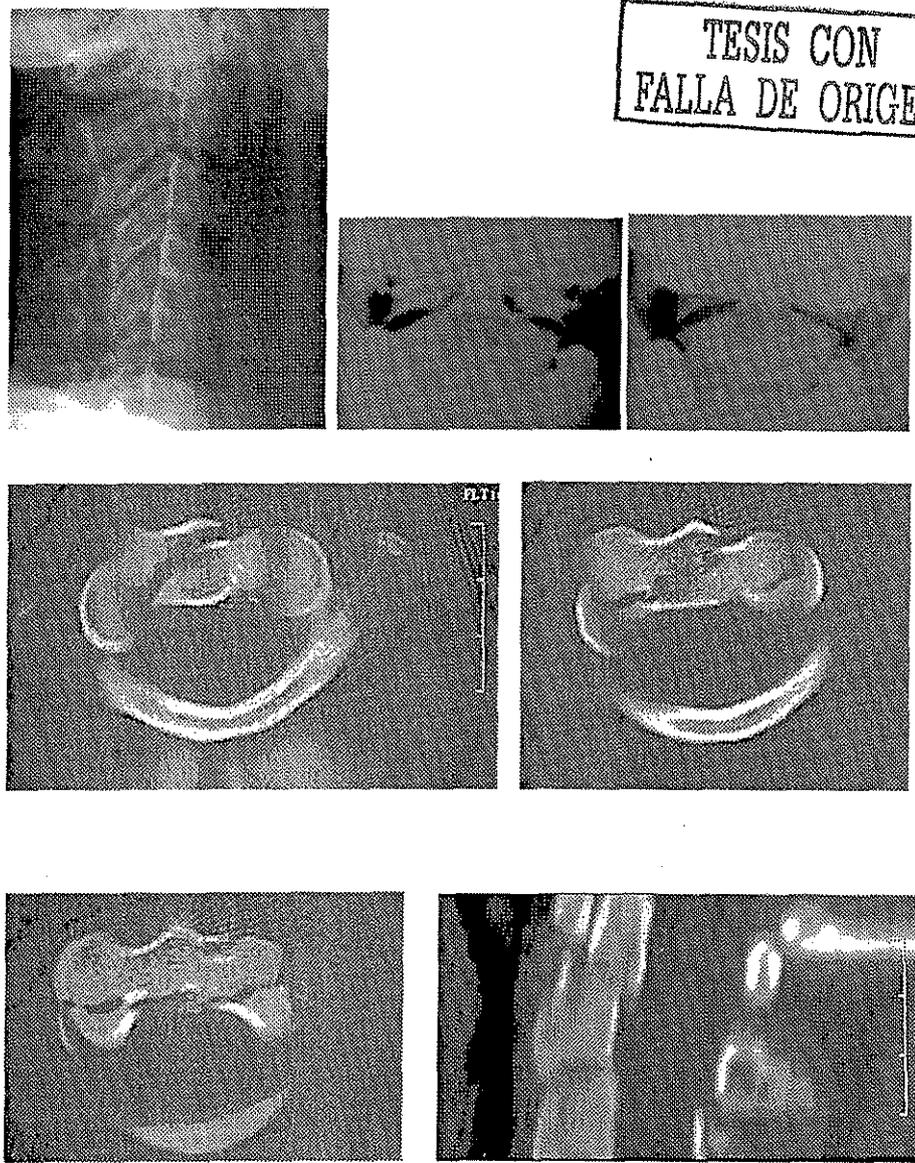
Paciente femenina que sufrió un accidente automovilístico de impacto frontal, saliendo proyectada desde el asiento del copiloto, con pérdida de conocimiento y parestesias superficiales posteriores del miembro superior derecho. La radiografía lateral muestra rectificación de la lordosis, una leve listesis anterior con discreta irregularidad de C2, la proyección transoral muestra pérdida de la continuidad de C2, con alteración de los espacios articulares, los cortes axiales de Tomografía computada muestran una fractura transversa a nivel de la base del odontoides que afecta carillas articulares. La reconstrucción planar muestra listesis posterior del fragmento del odontoides hacia la cavidad medular.
